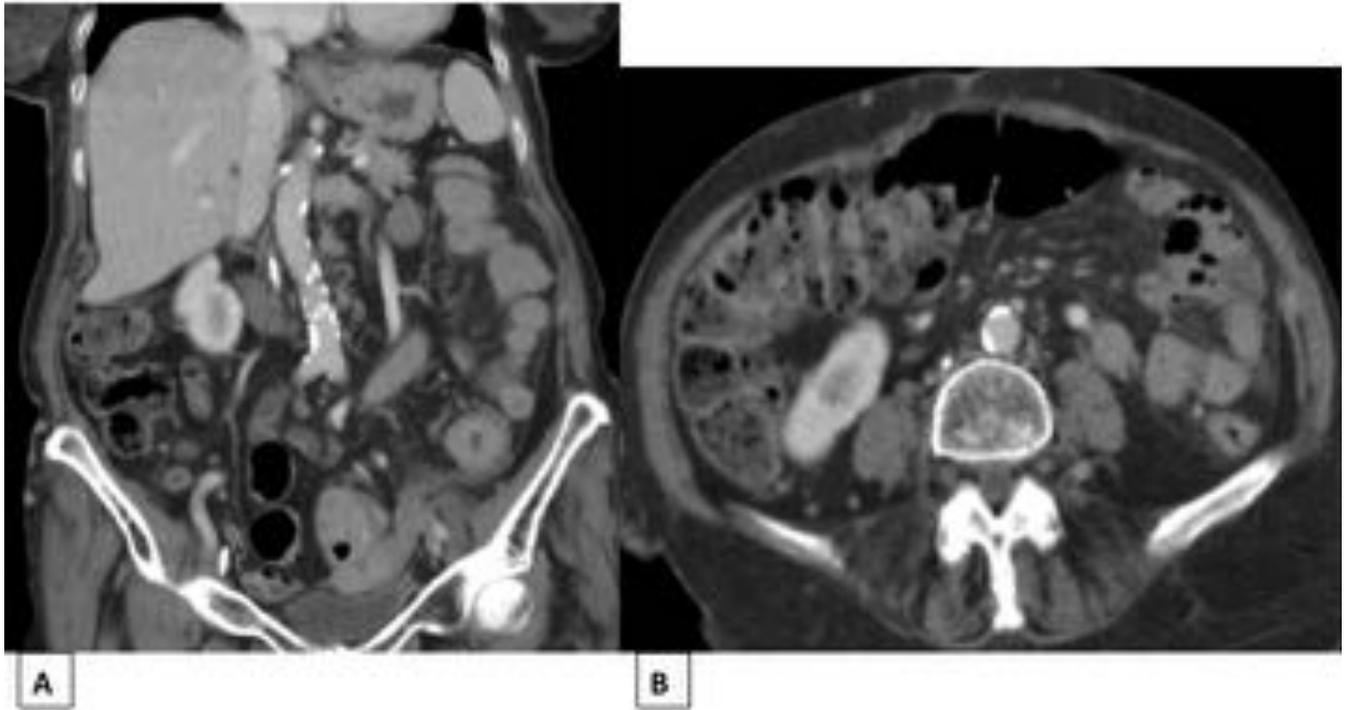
Imágenes de TC con contraste, coronal (A) y axial (B). Ausencia de vena cava inferior afectando al segmento infrarrenal.
